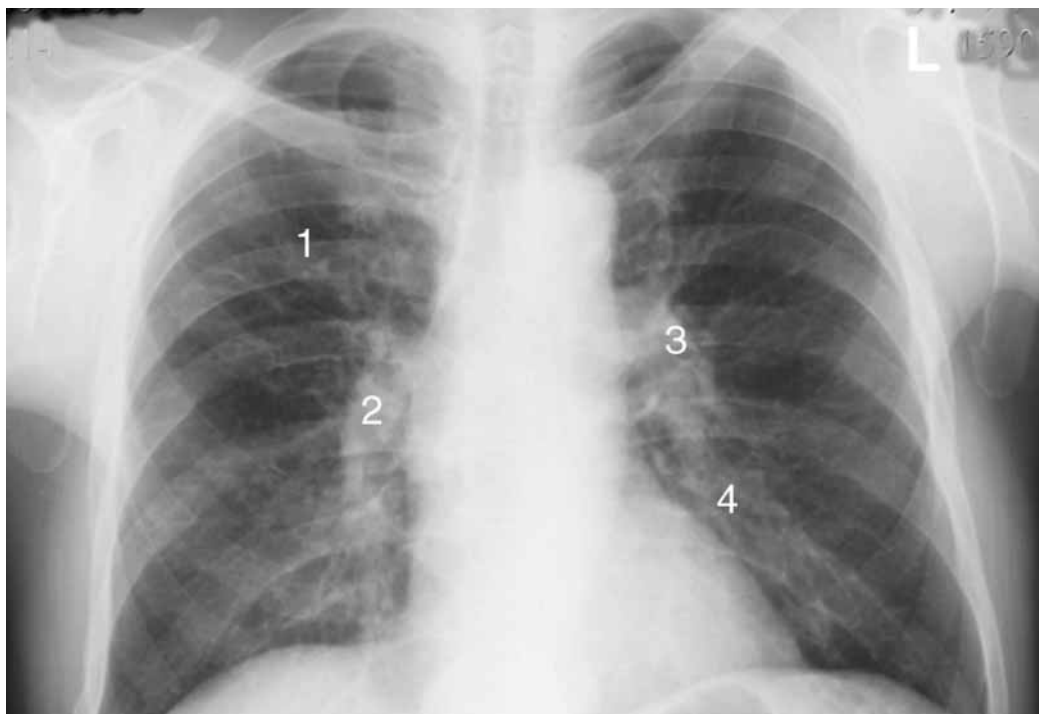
Обзорная рентгенограмма больного П. Условные обозначения: поз. «1» – пневмосклероз в верхней доле правого легкого, поз. «2» – фиброз корня правого легкого, поз. «3» – фиброз корня левого легкого, поз. «4» – нарушение структурности корня легкого
